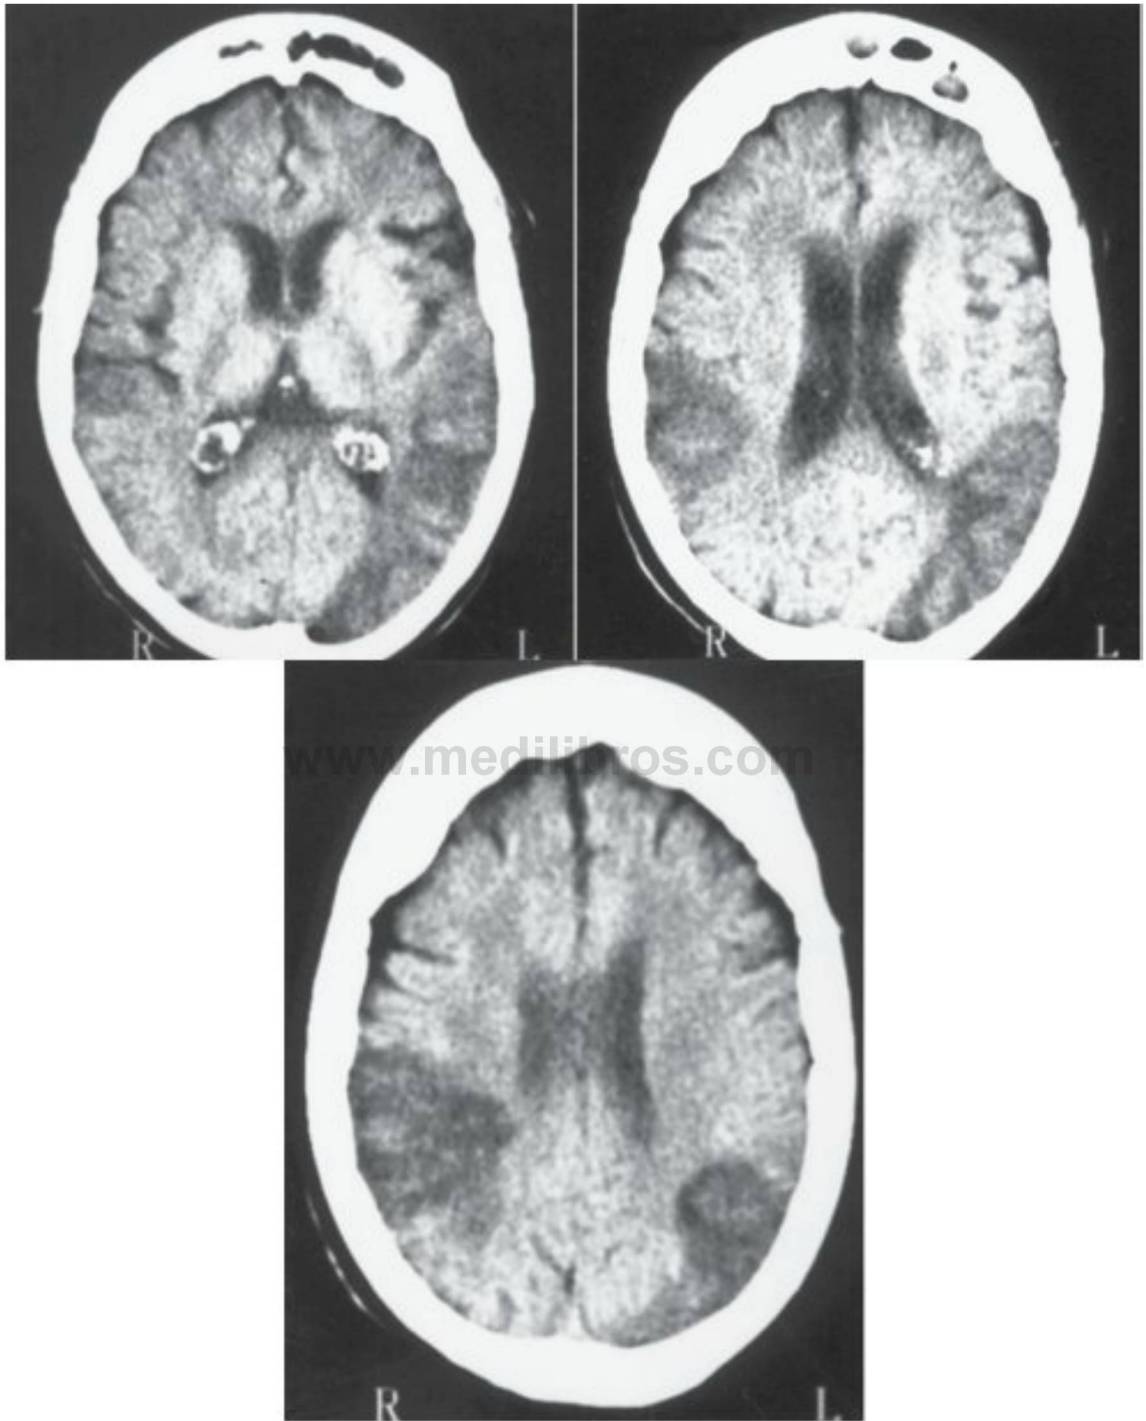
8 Mujer de 80 años que permanece sin respuesta con una hemiplejía del lado izquierdo y hemiparesia del lado derecho después de un injerto de derivación arterial coronario y una sustitución valvular aórtica. La TC sin contraste muestra grandes infartos temporo-parieto-occipital izquierdo y frontoparietal derecho.
